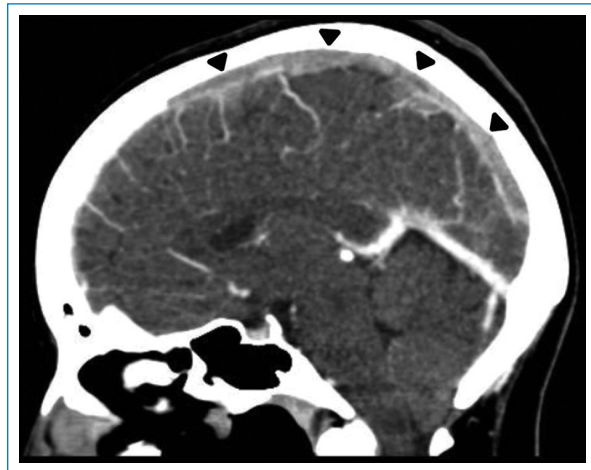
TC de cerebro multicorte con contraste intravenoso, en plano sagital. Se evidencia un defecto de relleno tras la administración de contraste a nivel del seno sagital superior, confirmando la veracidad del signo del delta vacío a dicho nivel, mostrado en las anteriores imágenes (cabezas de flecha).
